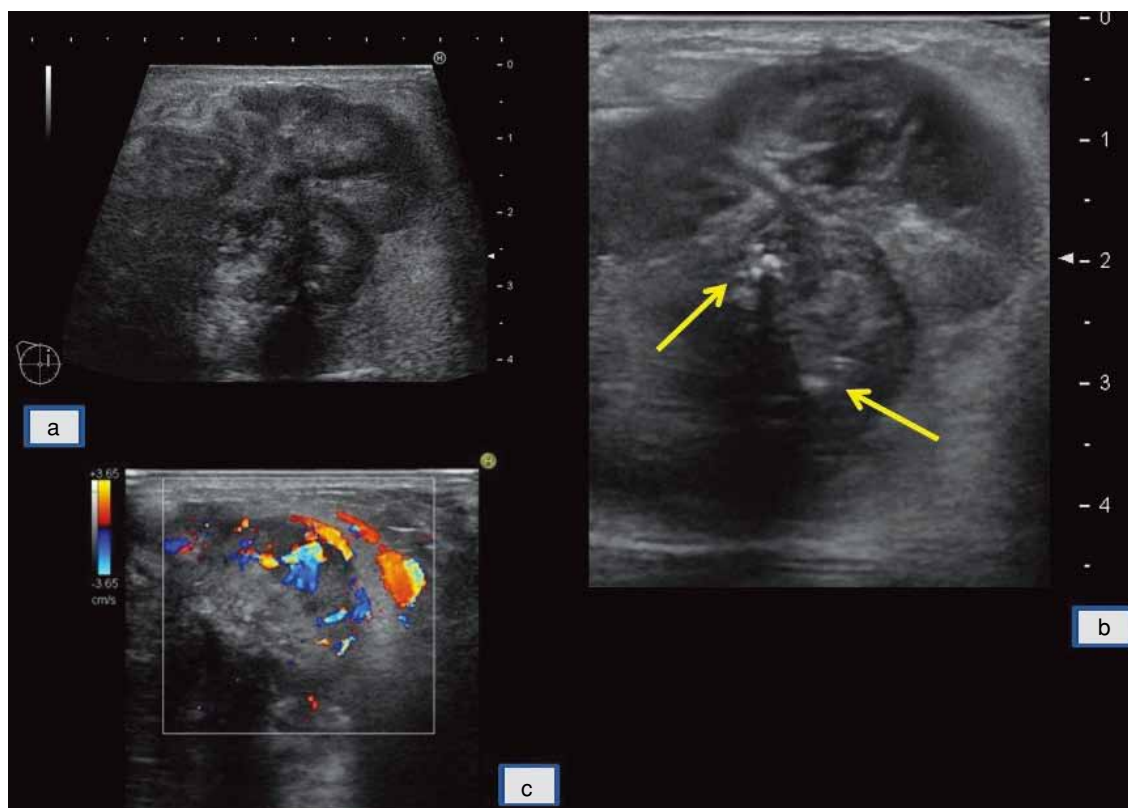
乳房超音波検査: a, b. Bモード像 c. カラードブラ
